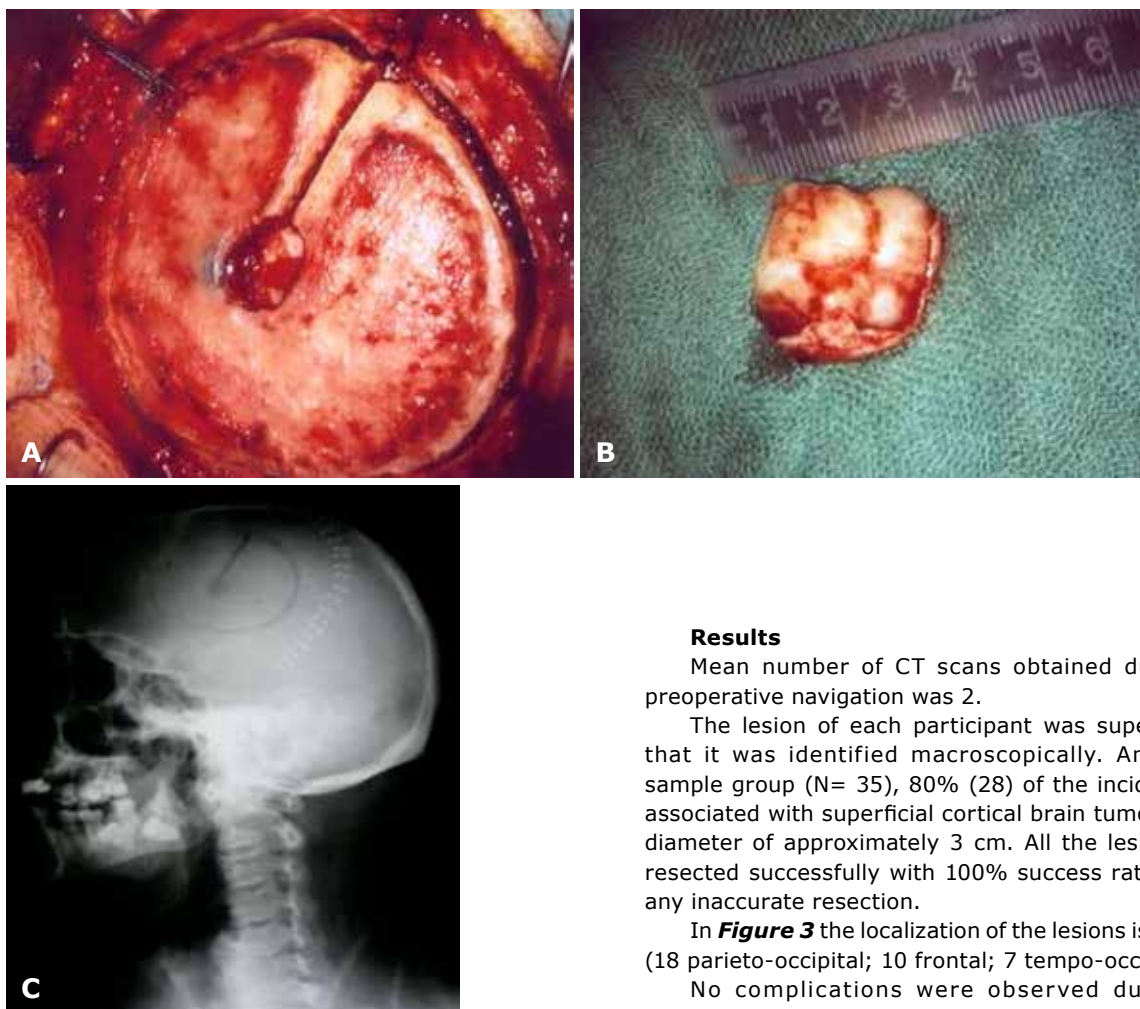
Surgical performance of the technique. A - Craniotomy performance; B - resected lesion; C - Postoperative x-ray
